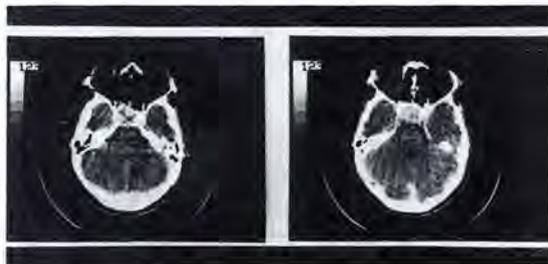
TAC. Preoperatorio del paciente G.M.C.
